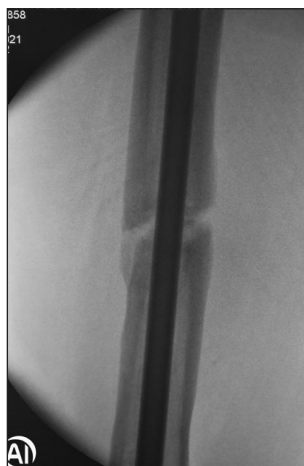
Рентгенограма хворого під час повторного звернення
